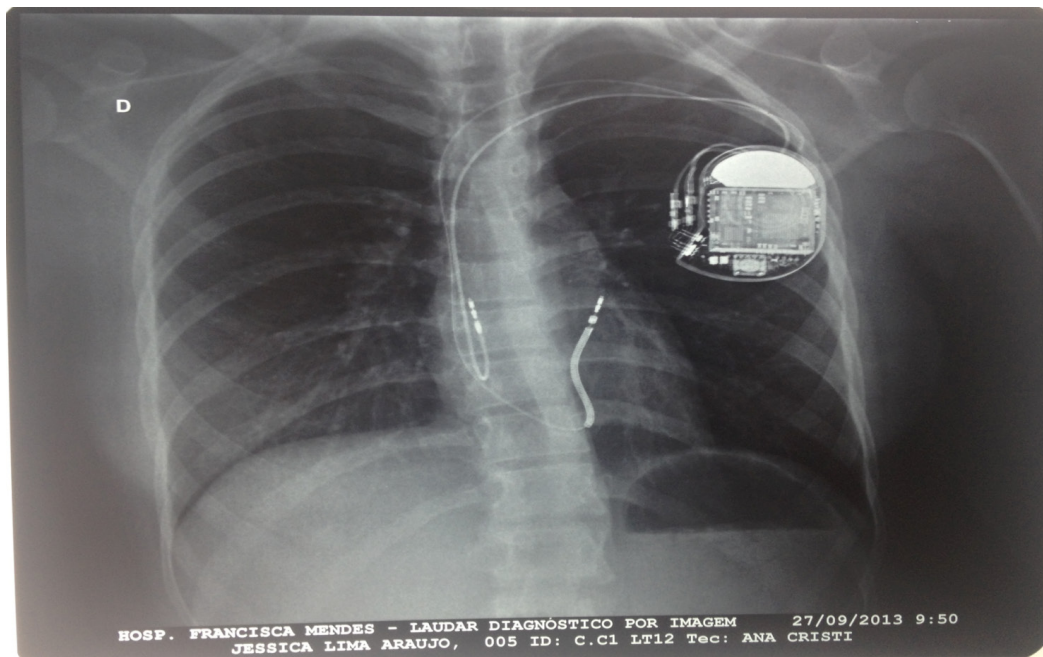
Radiografia de tórax (incidência posteroanterior) após a colocação do CDI.
